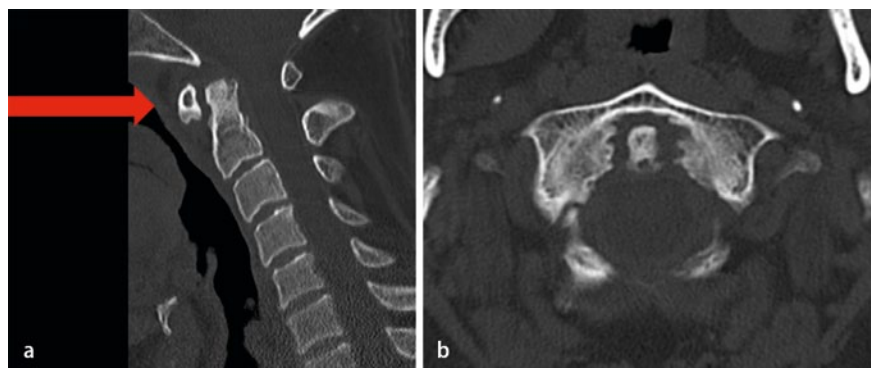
▲ Spiralcomputertomographie der Halswirbelsäule eines 28-jährigen Patienten bei Zustand nach einem Verkehrsunfall in sagittaler (a) und transversaler (b) Reformation im Knochenfenster ohne Nachweis knöcherner Verletzungsfolgen. Als Nebenbefund zeigt sich eine Psoriasisarthritis atlantoaxial mit beginnender Mutilation
